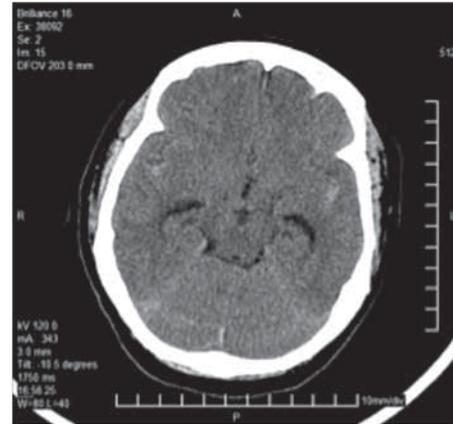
Tomografía cerebral muestra cambios sutiles en relación con hemorragia subaracnoidea.
